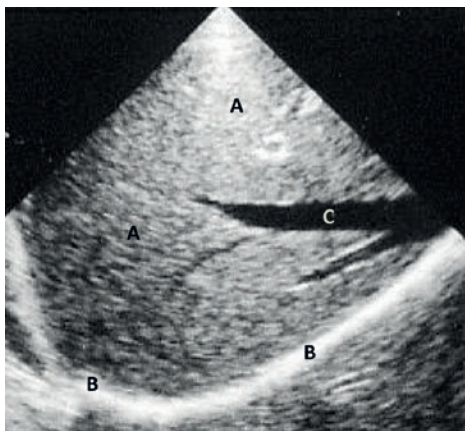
Immagine base di ecografia con scansione assiale di lobo destro epatico. A: immagine di parenchima (fegato); B: immagine di parete (diaframma); C: immagine di vuoto acustico (vena sovraepatica).
